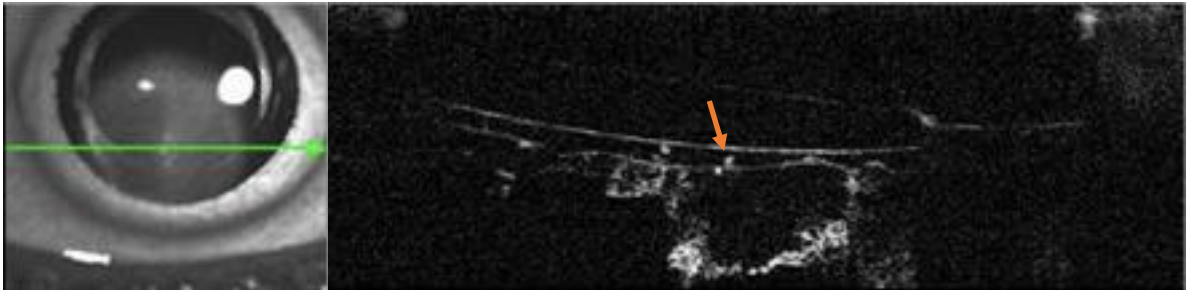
Tomografia de Coerência Óptica de câmara anterior evidenciando o espaço de Berger com material amiloide.
